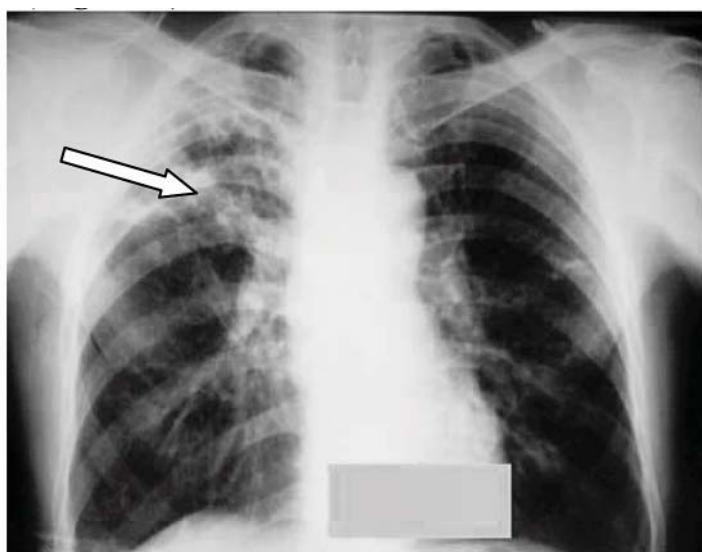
Radiografie toracică. Incidență posteroanterioră. În $S_{1,2}$ pe dreapta o cavitate distructivă net delimitată, de aproximativ 5,5x4,5 cm, fibroză, cicatrice, opacități nodulare de intensitate medie. Pe stânga în S_6 – unice opacități de intensitate medie
